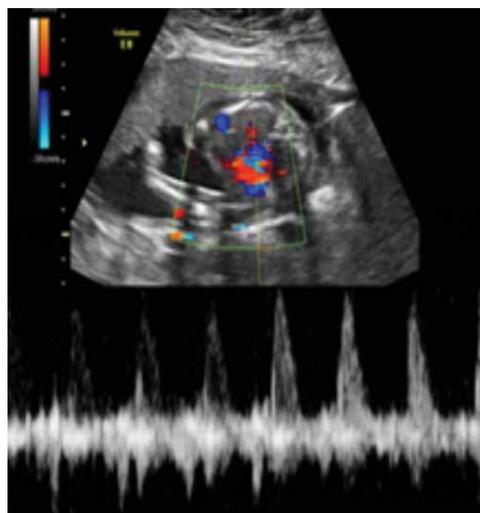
Doppler obstétrico: vitalidade fetal preservada.
